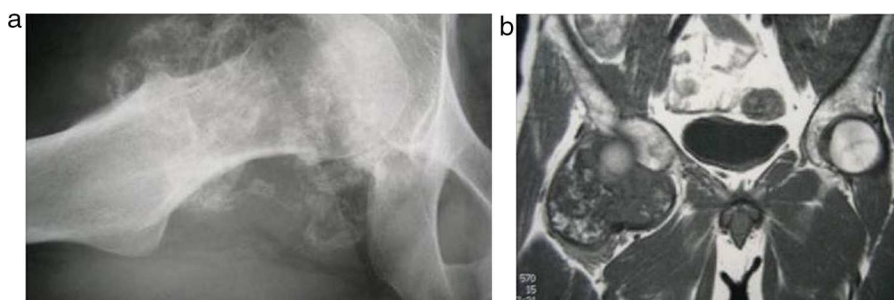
Condromatosis sinovial. a) La radiografía de la cadera muestra múltiples calcificaciones alrededor del extremo proximal del fémur. b) En una imagen coronal potenciada en T1 se observa una tumoración intraarticular con múltiples nódulos calcificados y osificados y médula grasa hiperintensa.
